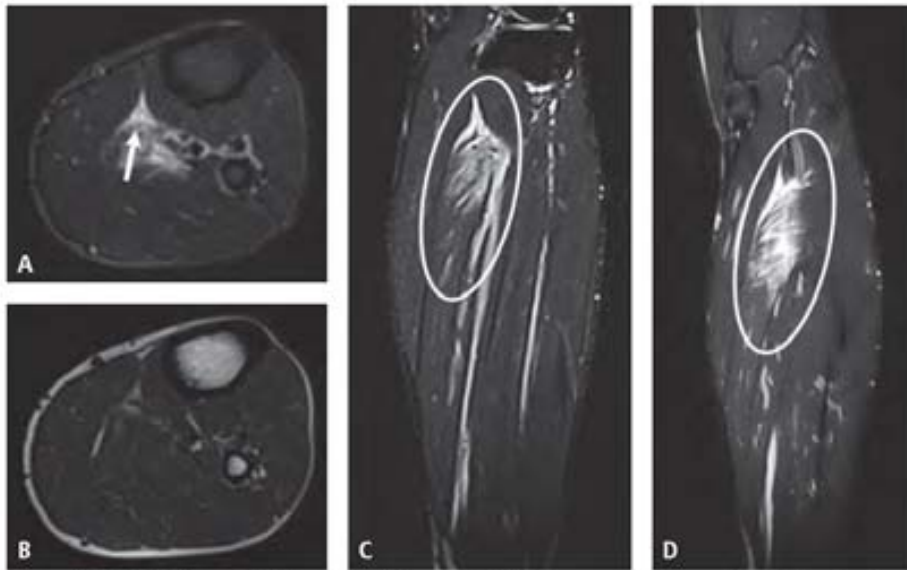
Futbolista profesional de 31 años. Rotura miofascial anterior, zona medial y superior del sóleo derecho con retracción y líquido subfascial. Estudio mediante resonancia magnética. A) Corte axial en T2 con saturación grasa. Flecha: lesión. B) Corte axial en T1. C) Corte sagital en T2 con saturación grasa. Elipse: lesión. D) Corte coronal en T2 con saturación grasa. Elipse: lesión. Puede consultarse todo el estudio en la página web.
